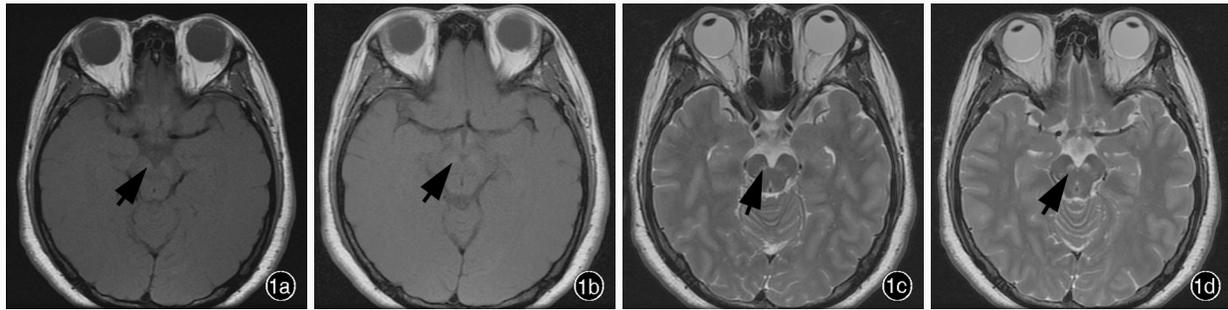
头部MRI检查所见(例1) 1a,1b 横断面T<sub>1</sub>WI显示,双侧中脑大脑脚呈对称性点状稍高信号影(箭头所示) 1c,1d 横断面T<sub>2</sub>WI显示,双侧中脑大脑脚动眼神经核区呈对称性高信号影(箭头所示)
